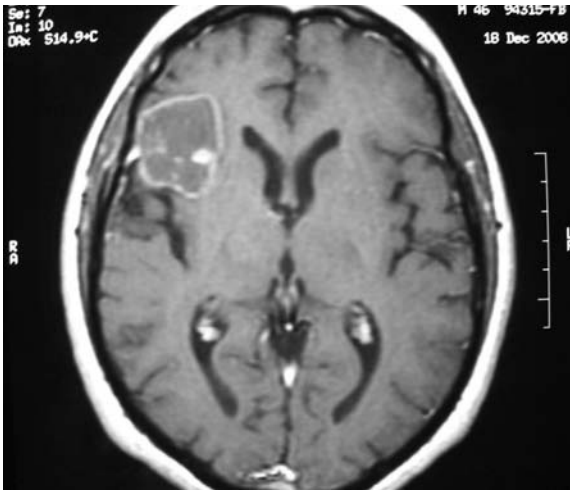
RM de cerebro (corte axial, imagen ponderada en T1 con gadolinio): extensa lesión hipointensa localizada en lóbulo frontal derecho que capta el contraste en forma periférica y presenta un nódulo mural con un intenso refuerzo.
